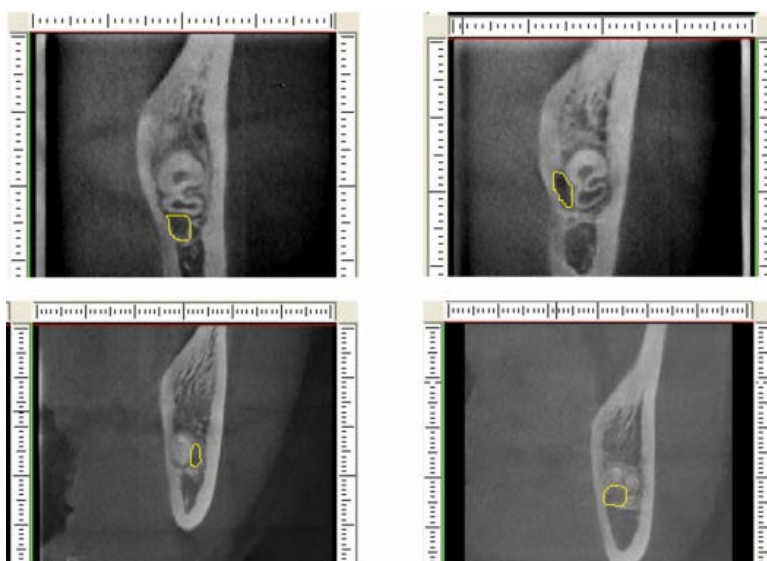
Rapport entre la troisième molaire et le nerf mandibulaire. Quatre cas cliniques, vues coronales obtenues par CBCT, montrent la relation entre le nerf mandibulaire (limité en jaune) et les racines de la troisième molaire. D'après : Xu et coll., 2013
